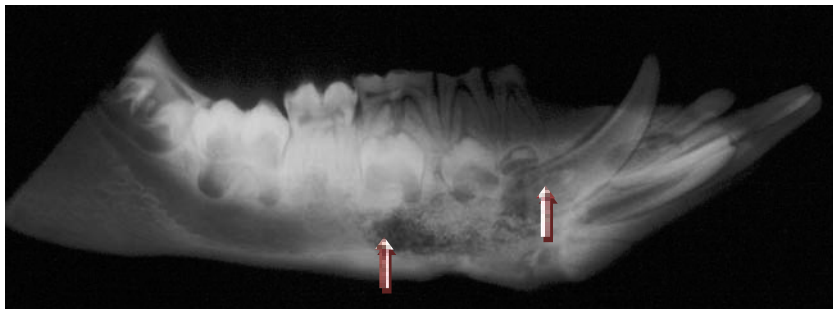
Bio-Oss®: Röntgenaufnahme 5 Wochen p. i.(Gruppe O)*
